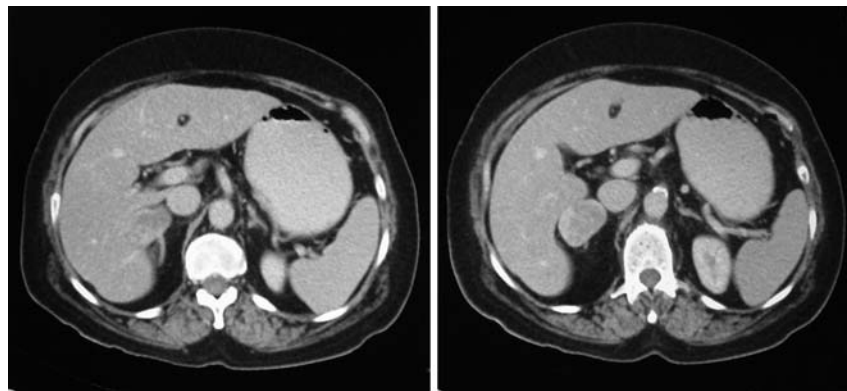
Tomografía computarizada con delineación de una masa suprarrenal derecha.
